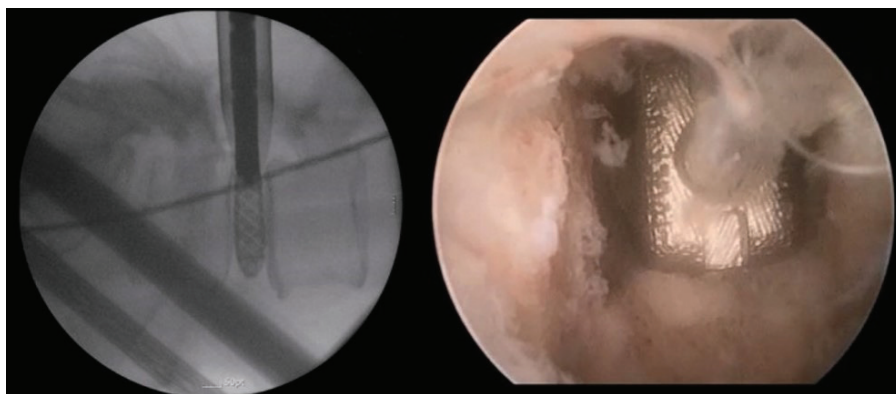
Интраоперационные рентгенологические и эндоскопические изображения, полученные при эндоскопическом поясничном межтеловом спондилодезе [21]
